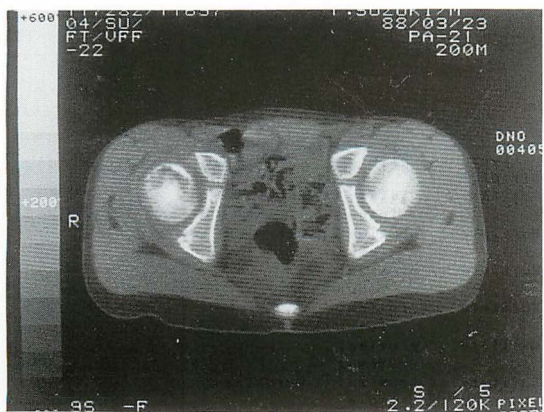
CT像では、骨頭部前方にlow density area を認め、前壁は、薄くなっていた。骨外への病巣の進展は見られない。
